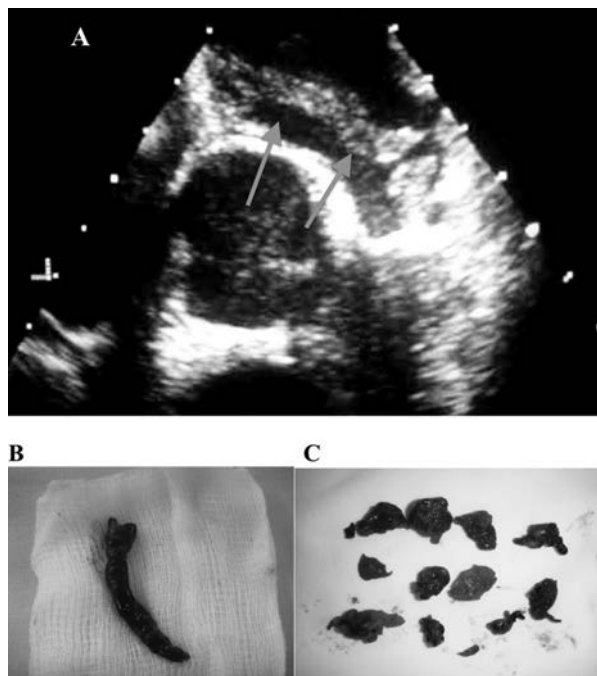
A. Ecocardiograma transesofágico que muestra trombo vermiforme atravesando el FOP y se localiza en la aurícula izquierda contra la valva anterior de la válvula mitral (flechas). B. Trombo vermiforme extraído de aurícula izquierda. C. Múltiples trombos extraídos de las ramas de las arterias pulmonares.
